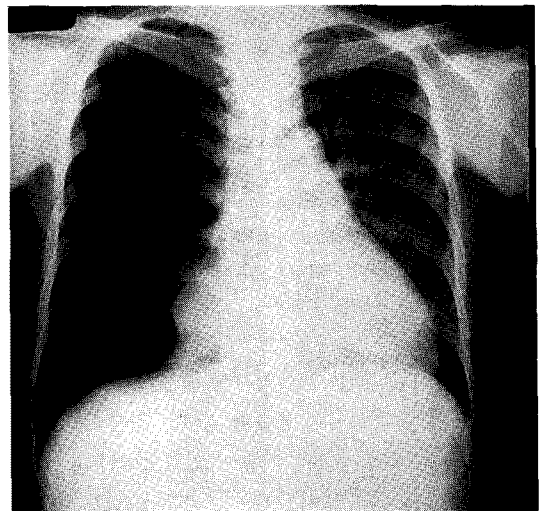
Chest radiograph shows right-sided pneumothorax and mediastinal shifting to left.
